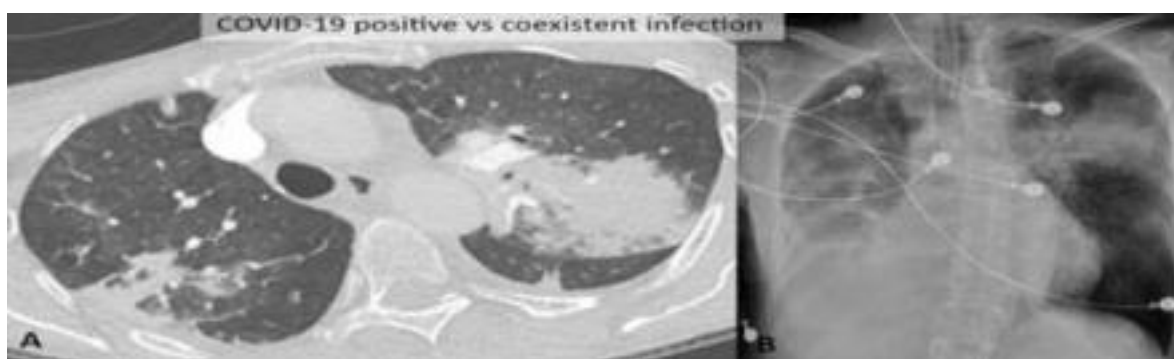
Paciente positivo pra COVID-19. A - TC em cortes axiais, janela pulmonar, com contraste e B - de tórax em AP, apresentam consolidação segmentar sem opacidade de atenuação em vidro fosco significativo. Mesmo esse paciente tenha
